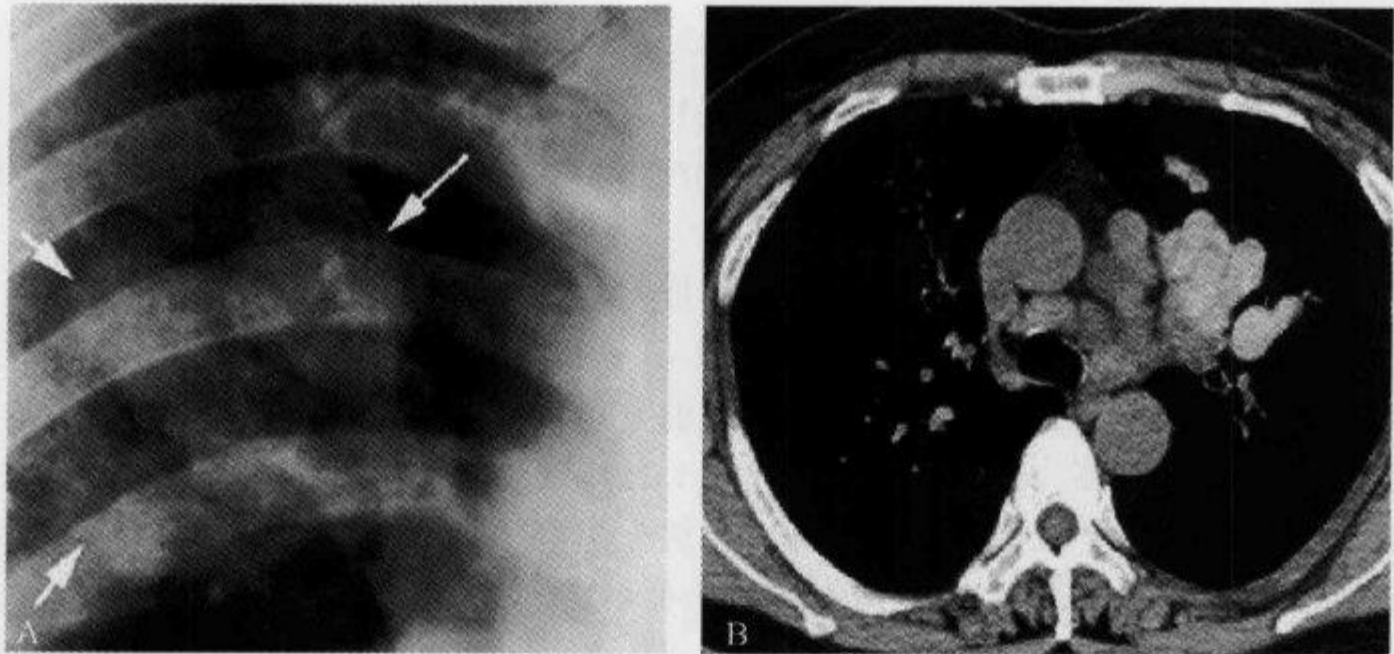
X 线胸片及胸部 CT 示“指套征”
